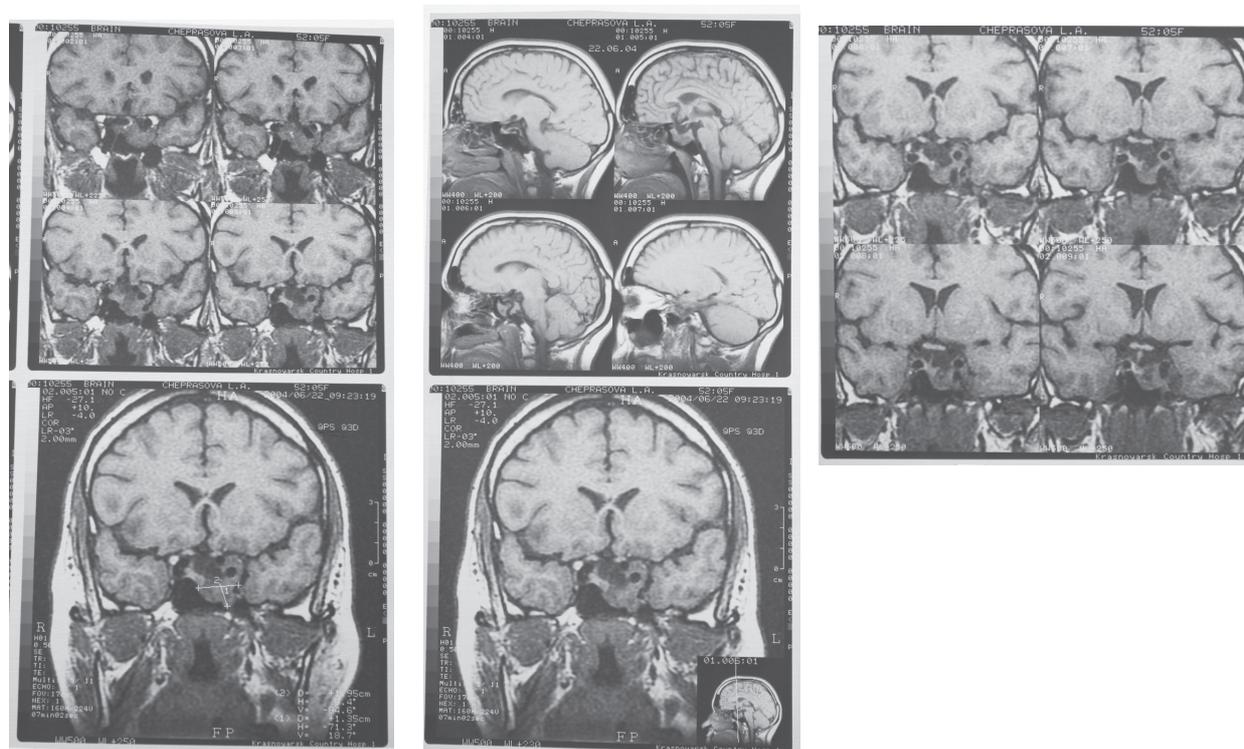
МРТ-опухоль интраселлярная гипофиза б-ной Ч. до начала курса лечения соматулином PR.
